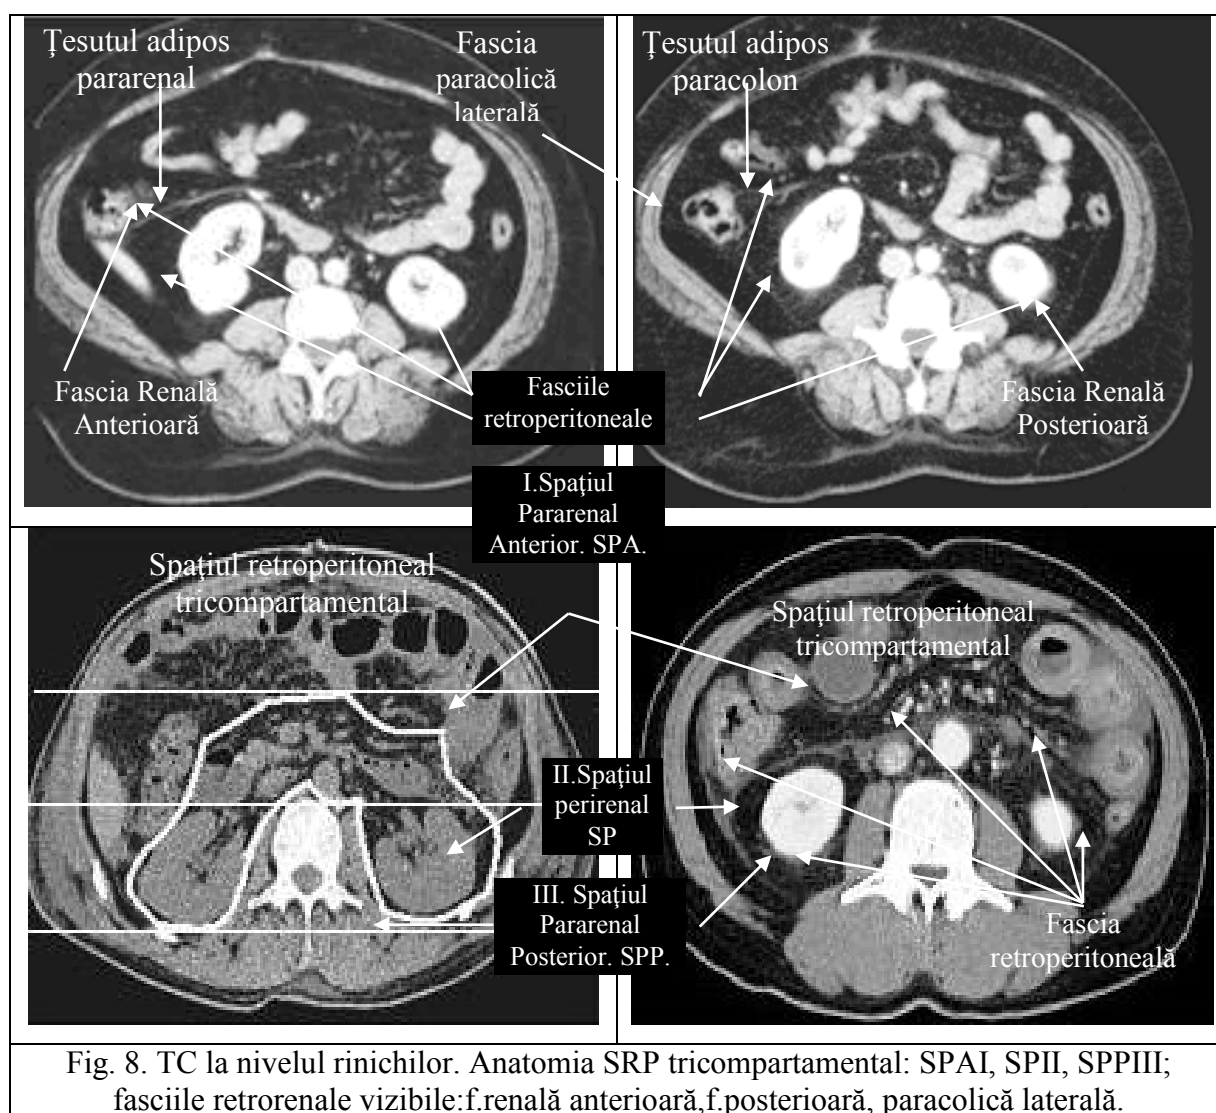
TC la nivelul rinichilor. Anatomia SRP tricompartamental: SPAI, SPII, SPIII; fasciile retrorenale vizibile:f.renală anterioară,f.posterioară, paracolică laterală.
